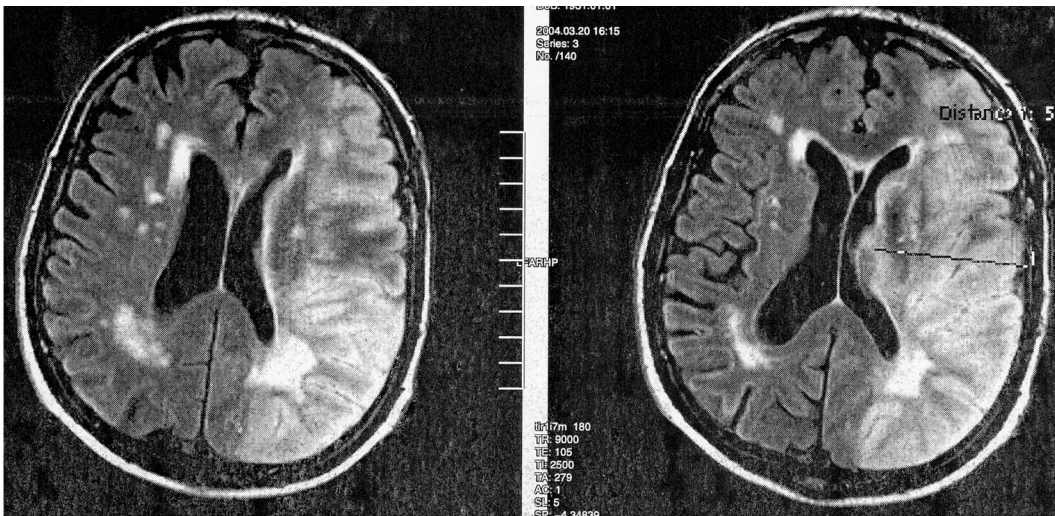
МРТ головного мозку хворого Р.
